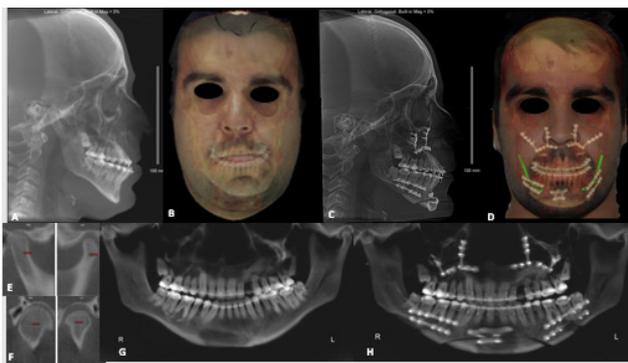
Exames de imagem e reconstruções 3D. Legenda: A, radiografia cefalométrica de perfil pré-operatória; B, reconstrução 3D pré-operatória; C, radiografia cefalométrica de perfil pós-operatória; D, reconstrução 3D pós-operatória; E e F, cortes sagital e coronal dos côndilos mandibulares; G, radiografia panorâmica pré-operatória; H, radiografia panorâmica pós-operatória.
